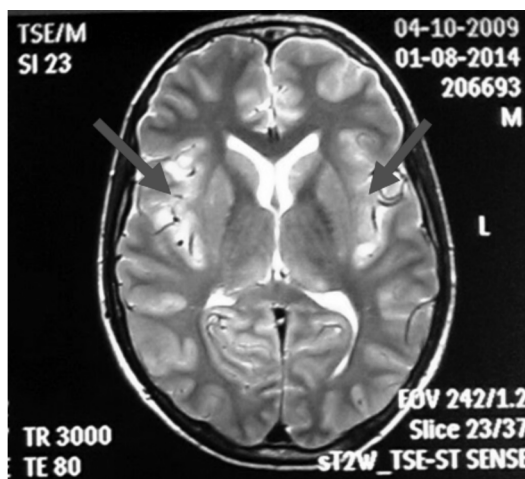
Очаги повреждения в головном мозге ребёнка с FIRES, МРТ в режиме T2, аксиальная проекция.
